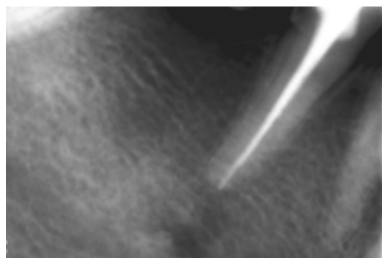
Контрольная рентгенограмма зуба 45 после пломбирования
